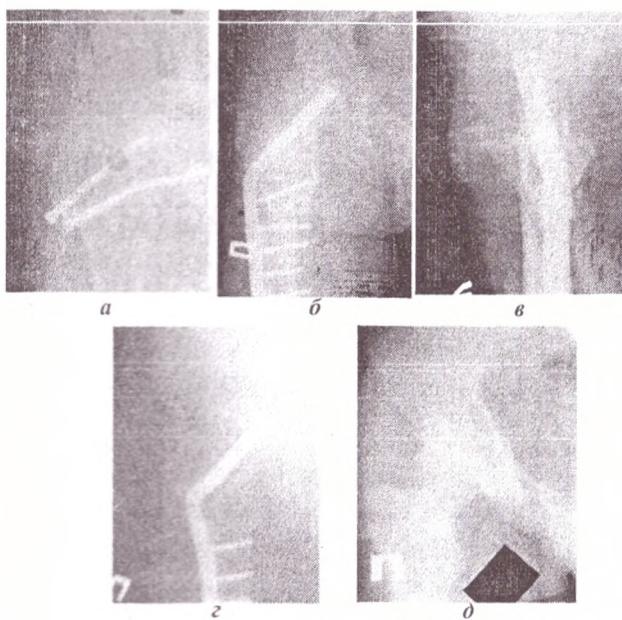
Рентгенограммы пациента С. 16 лет а) ложный сустав шейки, правой бедренной кости после остеосинтеза винтиами АО, перелом металлоконструкции, б, в) реконструктивный металлокостноглазический остеосинтез, г) через 8 месяцев после операции, консолидация ложного сустава, д) отдаленный результат через 2 года
